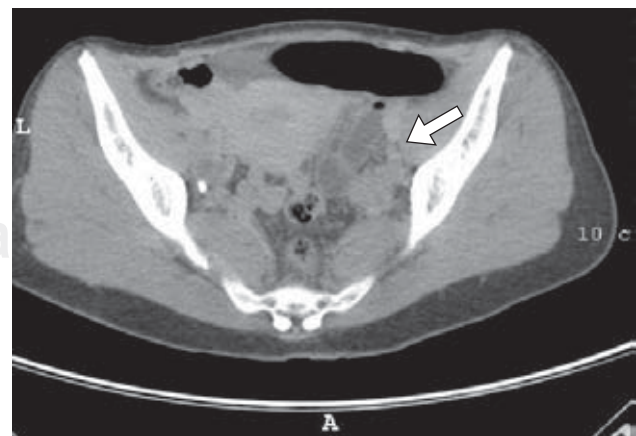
TAC abdominal, corte transversal que muestra asas del intestino delgado dilatadas en cuadrante inferior izquierdo que desplazan al útero hacia la derecha.
